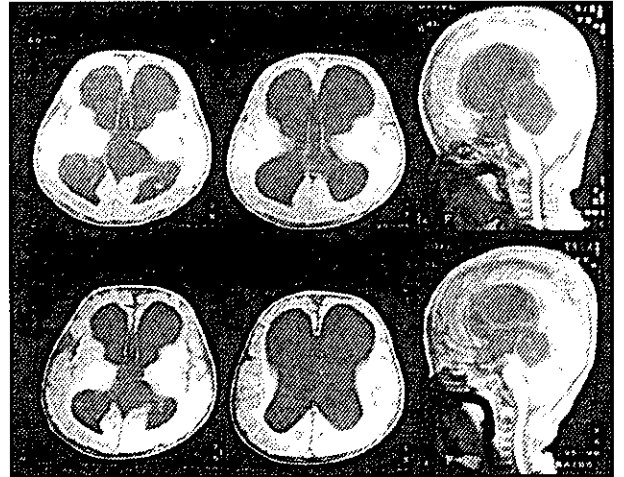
Group IIIのEndo後のMRI
